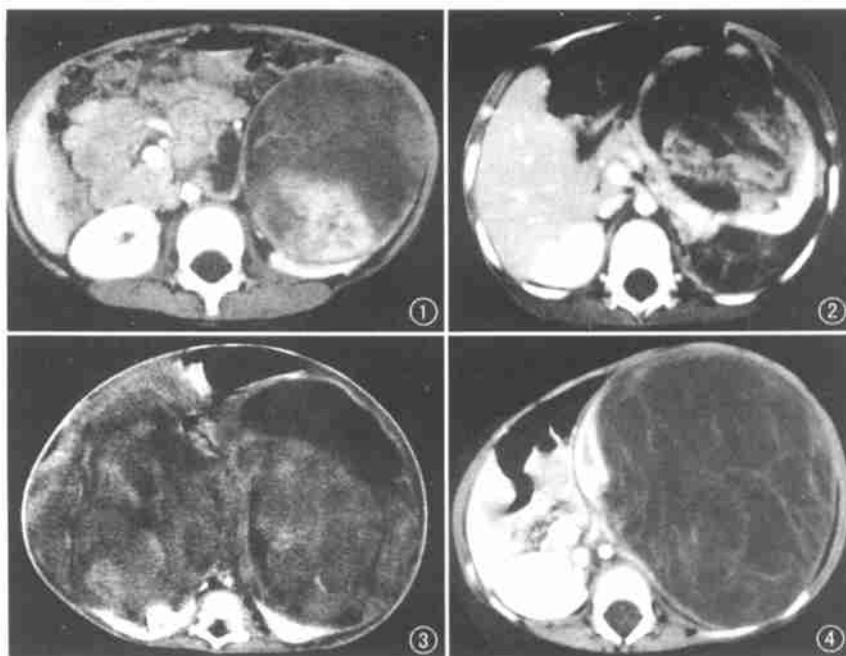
肾母细胞瘤(I期)。男,1岁。CT增强示左侧肾脏圆形肿瘤,坏死出血区无增强,边缘可见肿瘤假包膜轻度增强带。图2 多中心型肾母细胞瘤。男,7岁。CT增强示左侧肾脏前方和后方均可见不规则形肿瘤,残余肾组织居中且受压变形。图3 双侧肾母细胞瘤(胎儿型横纹肌瘤型)。男,7岁。CT增强示双侧肾脏巨大混杂密度占位,可见边缘征残余肾。图4 囊性部分分化性肾母细胞瘤。男,6个月。CT增强示左侧肾内边缘锐利大小多房性囊性占位,分隔厚薄不一,中度强化,周围受压明显增浓的肾脏实质,与肿物分界更清楚。
